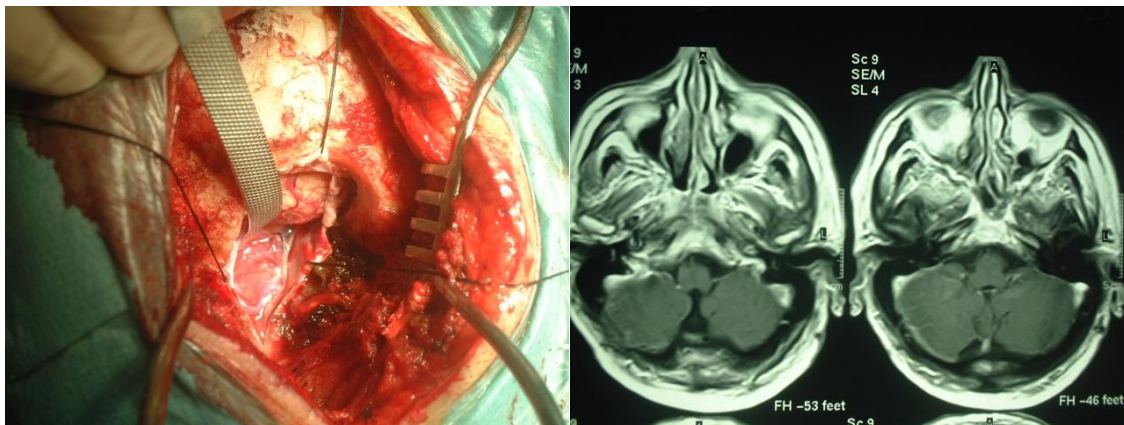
CASO 2: Meningioma do terço inferior do *clivus* e buraco occipital. Esquerda: Via transcondiliana transtubercular direita (imagem intraoperatória no microscópio). Direita: TC crânio-encefálica pós-operatória.
